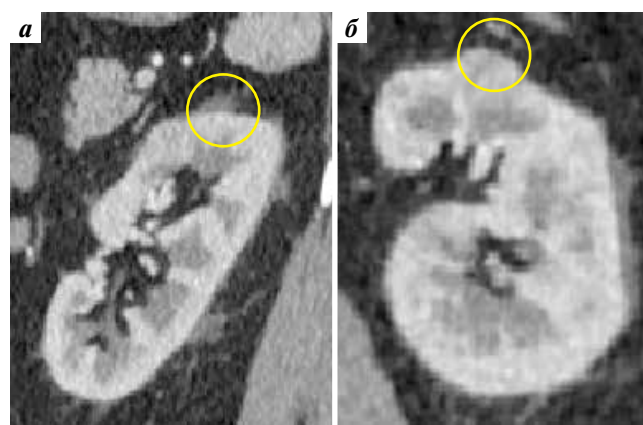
Компьютерная томограмма левой почки: а — аксиальная плоскость; б — фронтальная плоскость. Окружностью выделена опухоль
